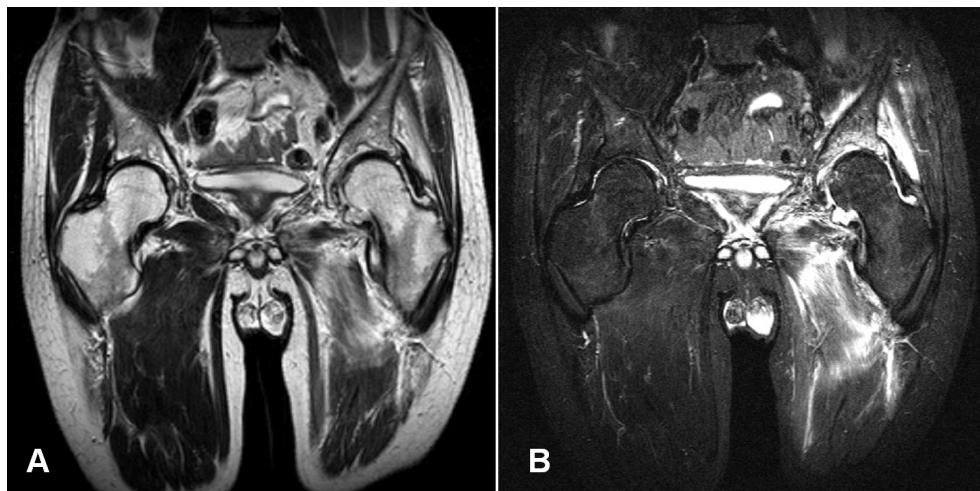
Hip MRI (A) T1 and (B) T2 image showing the joint effusion of the left hip, minimal bony destruction of the left acetabulum, and myositis involving the adductor longus, gluteus minimus and medius, and iliacus muscles.
